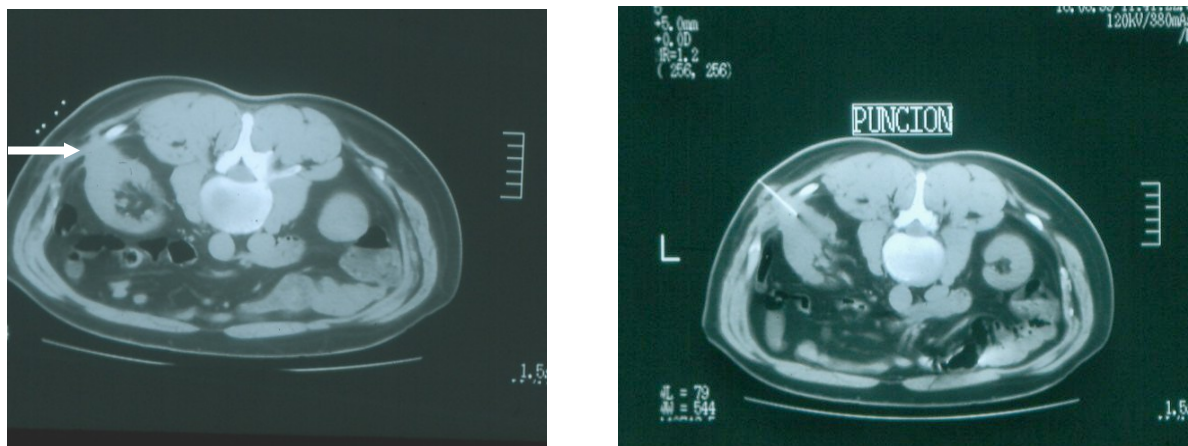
Recidiva local con compromiso de parrilla costal (Tomografía Axial Computada). A: Lesión tumoral que compromete parrilla costal; B: Punción de lesión tumoral sospechosa
